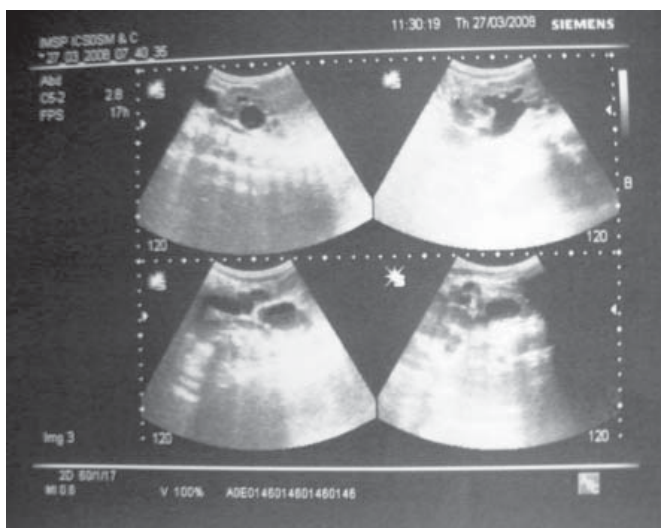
Copilul S., 2 luni. Ecografia renală. Megaureterohidronefroza refluxantă, gr. V a rinichiului pe dreapta
